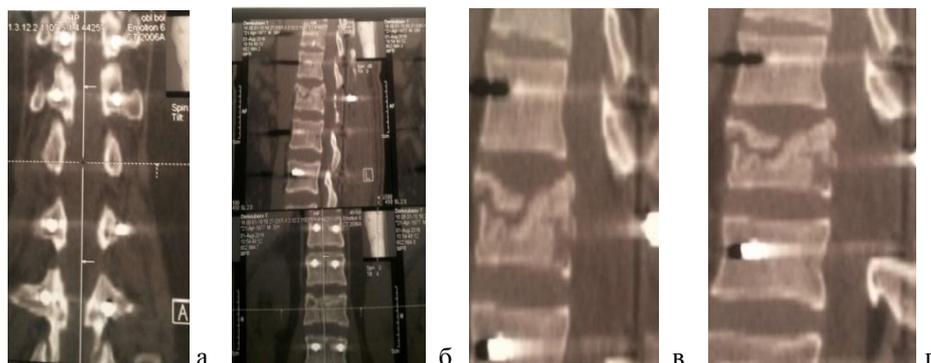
Обзорные послеоперационные МСКТ снимки - а, б. Прицельный участок области перелома – в, г. На всех снимках проецируются винты системы ТПФ
